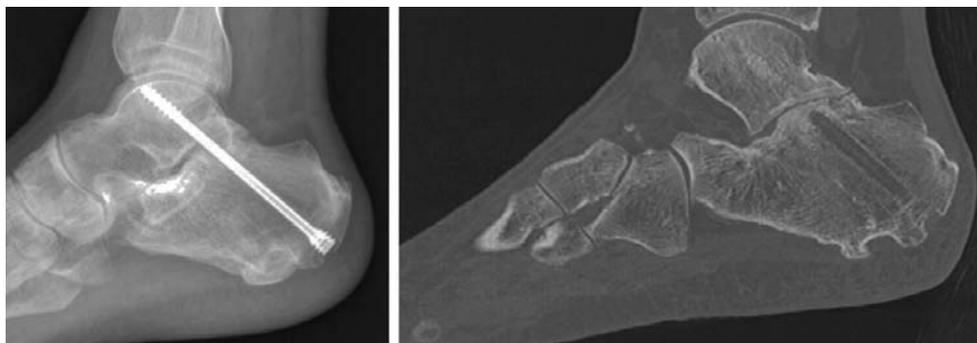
Paciente con secuela fractura de calcáneo intervenido con un tornillo. La TAC a los 9 meses confirmó la ausencia de consolidación. El rescate se hizo con cirugía abierta y fijación con grapas.
